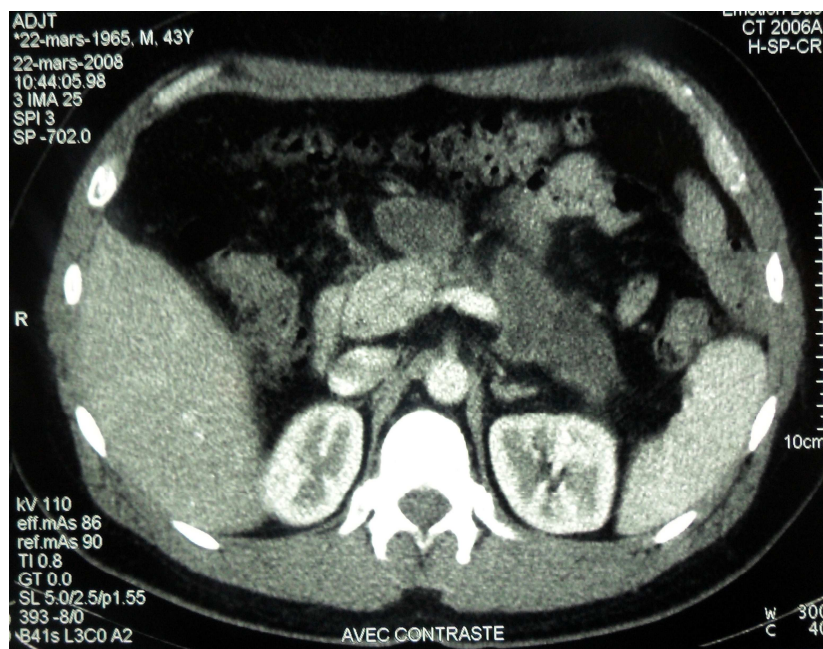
Image TDM avec contraste, qui montre deux pseudokystes du pancréas un au niveau de l'épiploon gastro-splénique et un dans l'espace para-rénale gauche
